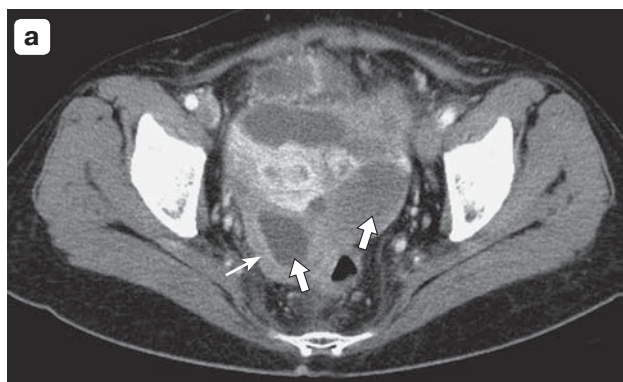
КТ-изображения органов малого таза. Рак яичников. а – в параметральной клетчатке определяются опухолевые образования неоднородной структуры за счет кистозного (стрелки) и солидного (тонкая стрелка) компонентов; б – после проведенной химиотерапии отмечается изменение их структуры с преобладанием кистозного компонента (кистозная трансформация опухоли) (стрелки).
